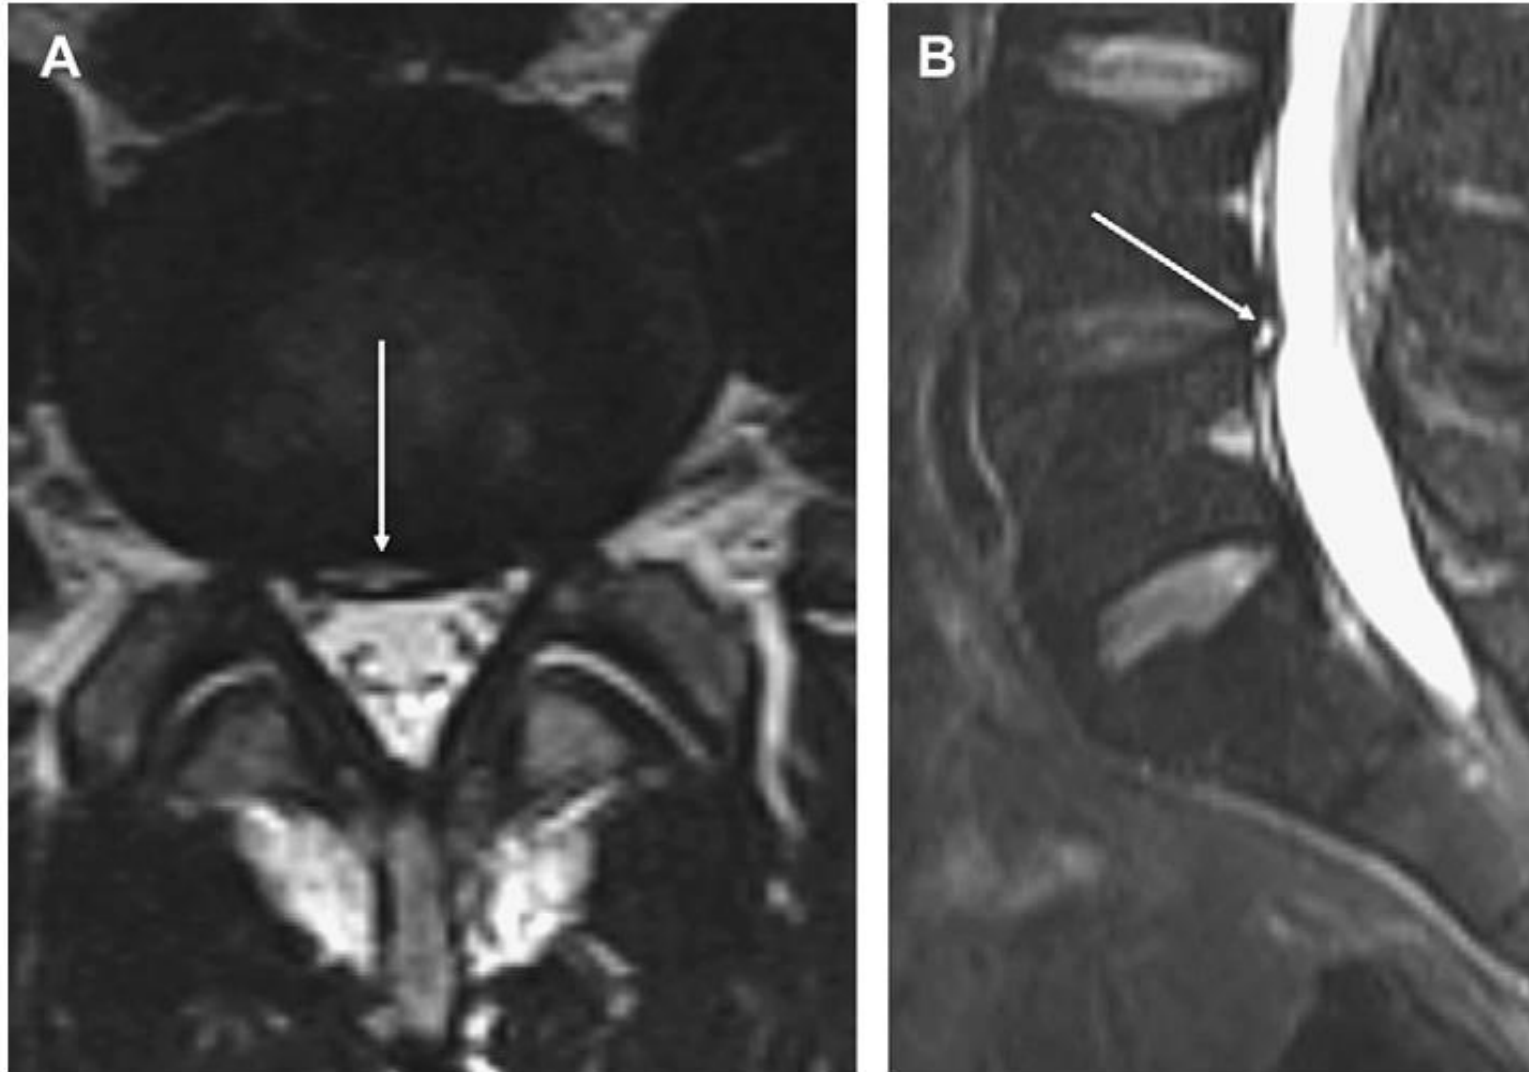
Axial (A) and sagittal (B) T2-weighted MR images demonstrate a crescentic area (arrows) of increased signal (high intensity zone) in the posterior portion of the disk at L4-5. This is characteristic appearance of an annular tear.
